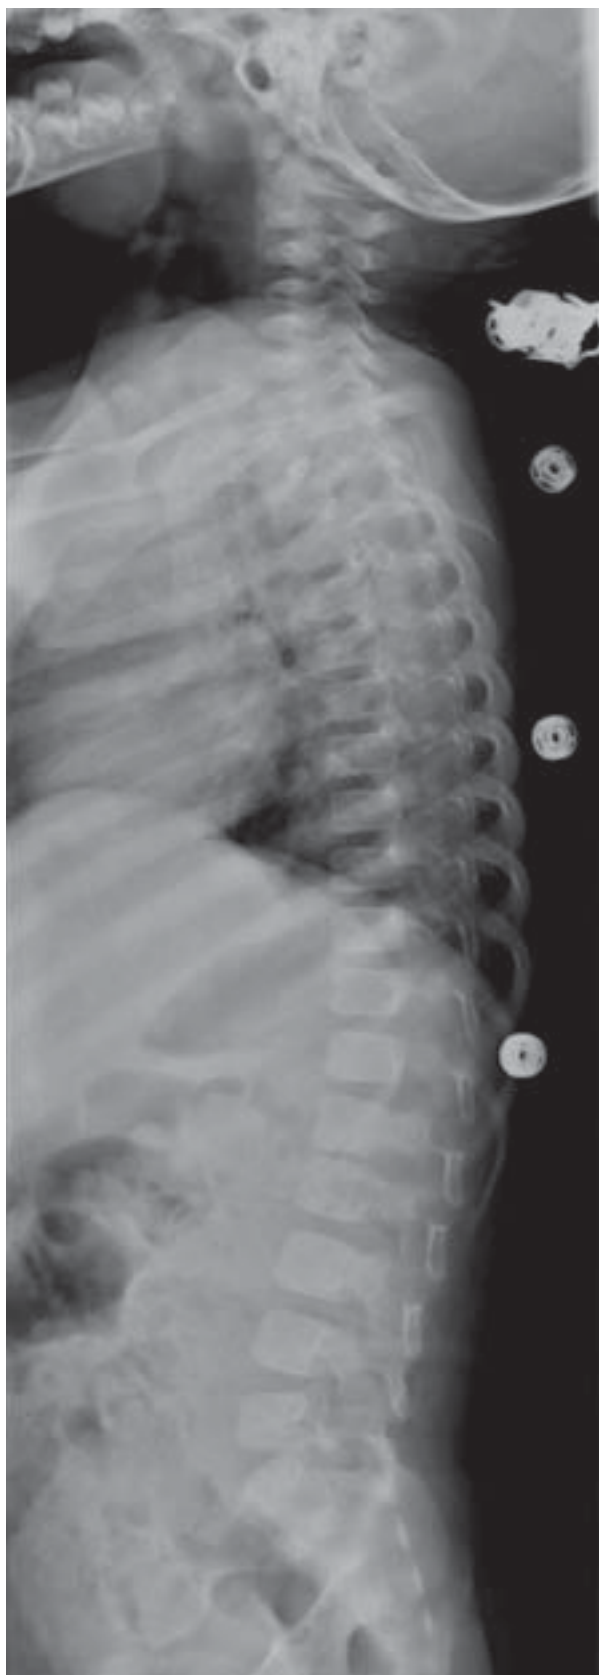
Radiografía de columna vertebral.
